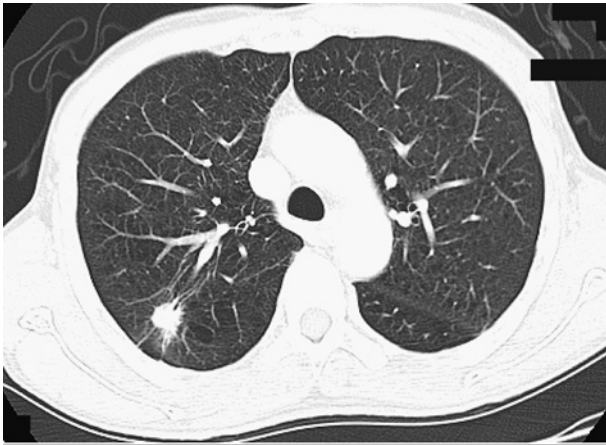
Chest CT scan shows a nodule in the right S<sup>2</sup>.
